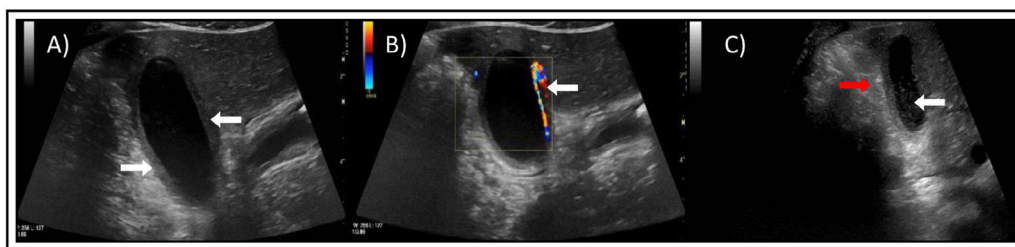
Ecografía abdominal. A) Cambios inflamatorios-edematosos de la pared vesicular con engrosamiento difuso parietal (flechas blancas). B) Marcado aumento de la vascularización doppler (flecha blanca). C) Imágenes puntiformes en el interior vesicular correspondiente a «barro espeso» (flecha blanca) y edema de grasa perivesicular (flecha roja).
